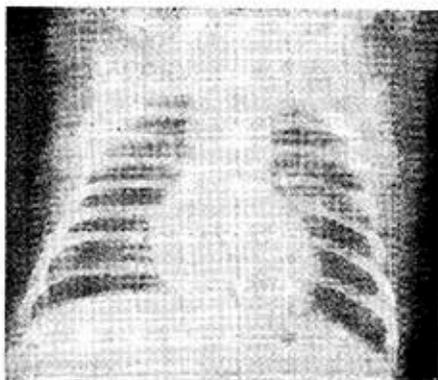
Radiografía de un caso de neumonía a focos diseminados (bronconeumonía).
